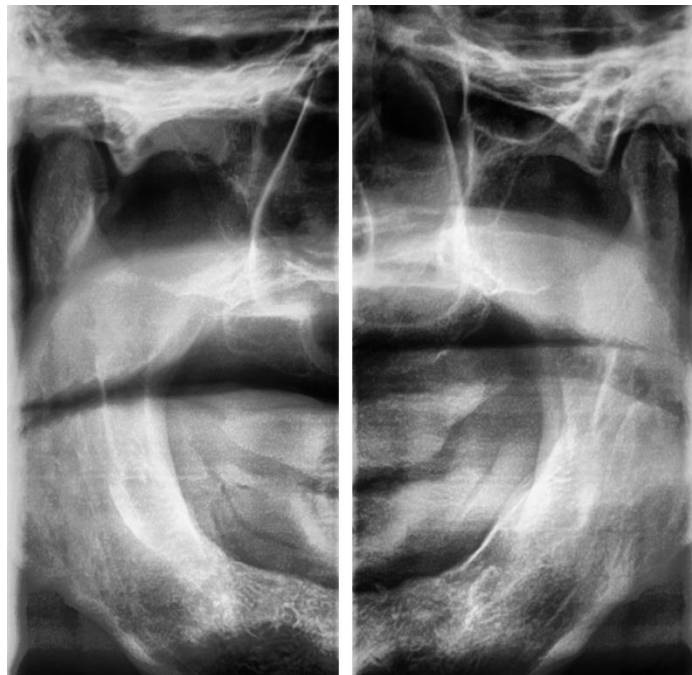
Томограмма сустава справа (а) и слева (б) на этапе определения высоты прикуса пациентки С.В. (долихотемпоральный тип)
